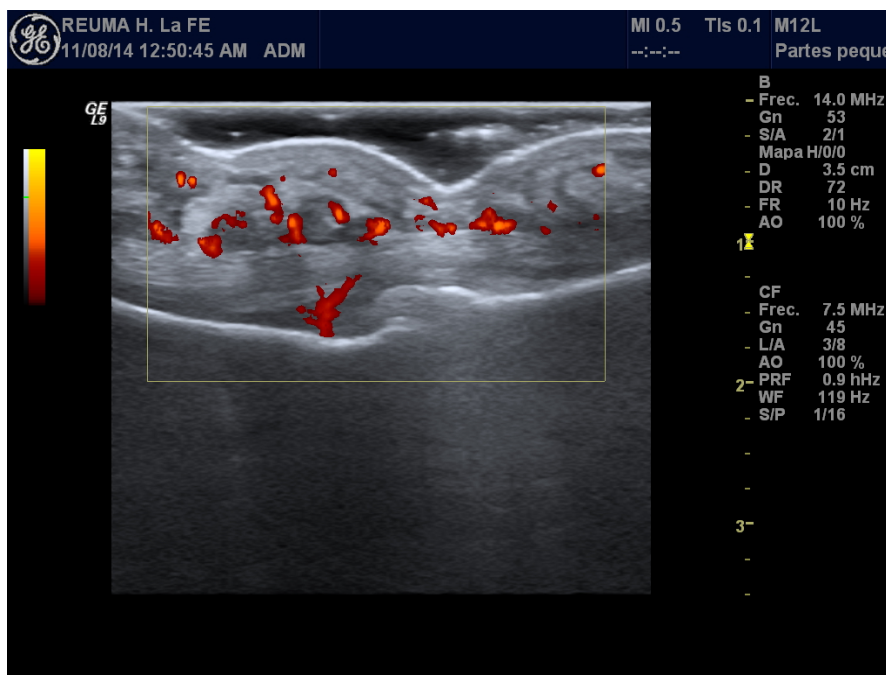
Corte longitudinal con ecografía en escala de grises y con señal doppler. Se aprecia una hipertrofia sinovial de la vaina del tendón flexor del dedo a la altura de la articulación interfalángica proximal con señal doppler positiva, compatible con una tenosinovitis del flexor. Clínicamente compatible con una dactilitis.
